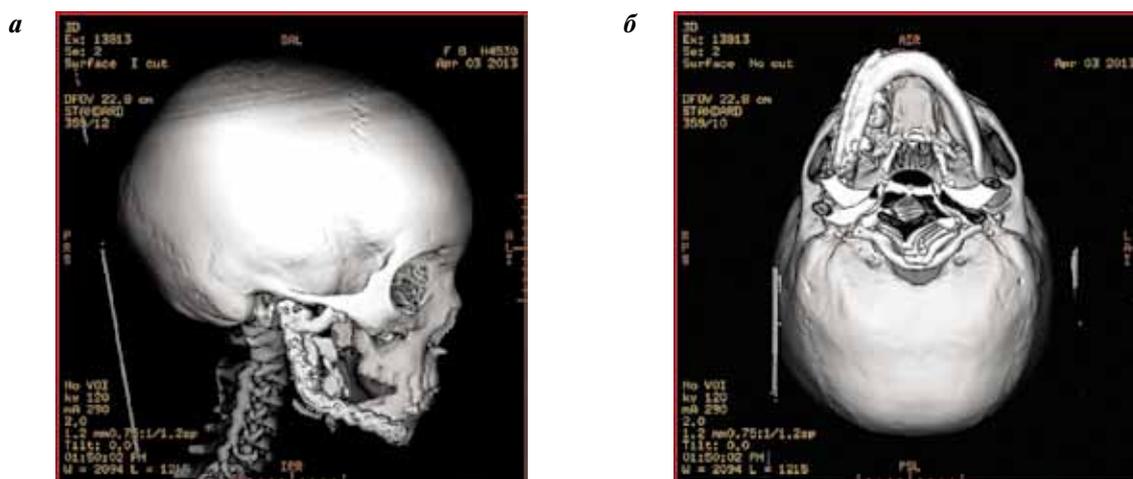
Данные КТ через 6 мес после оперативного лечения в объеме гемимандибулэктомии: а — положение дистального фрагмента трансплантата в проекции ладьевидной ямки удовлетворительное; б — симметрично восстановлена целостность нижнечелюстной дуги
